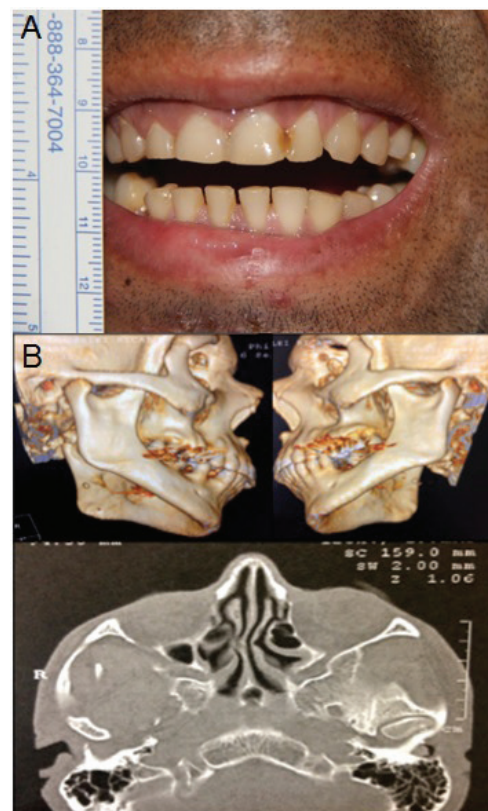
A. Exame físico do paciente, no qual ele apresenta a máxima abertura bucal pré-operatória de 4 mm. B. Reconstrução 3D de face, evidenciando ausência de fraturas condilares, de coronóides e/ou de arcos zigomáticos. C. Imagem de tomografia computadorizada em corte axial, evidenciando ausência de anquilose têmporo-mandibular de ambos os lados.
